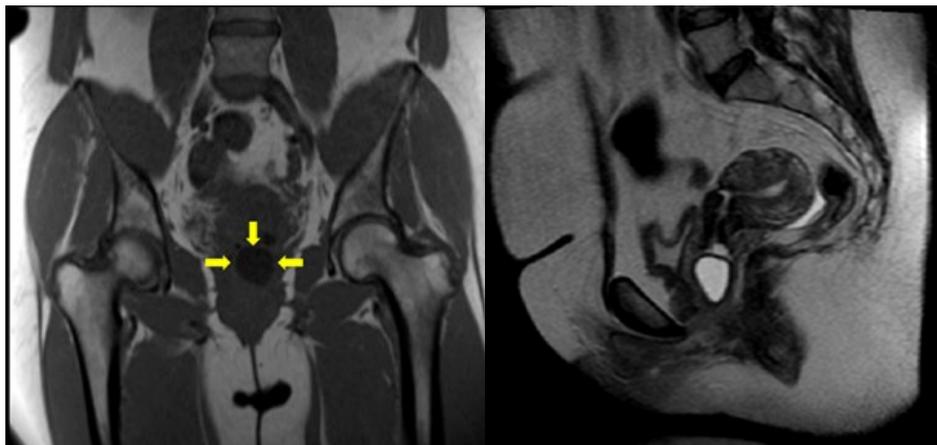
Resonancia magnética nuclear que muestra la lesión quística en canal vaginal (flechas amarillas)
